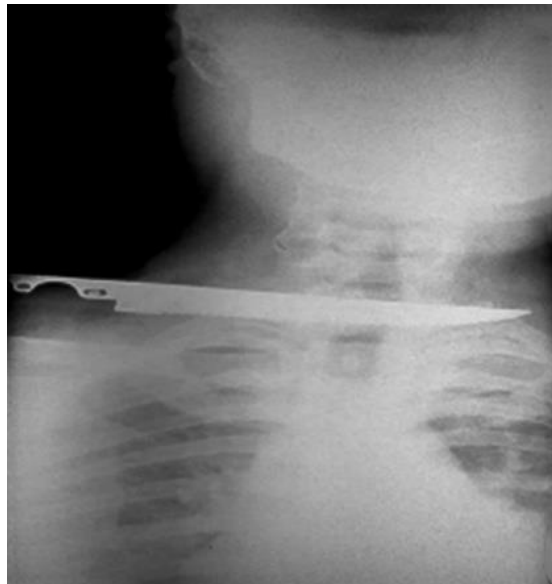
Radiografía cervical anteroposterior.
